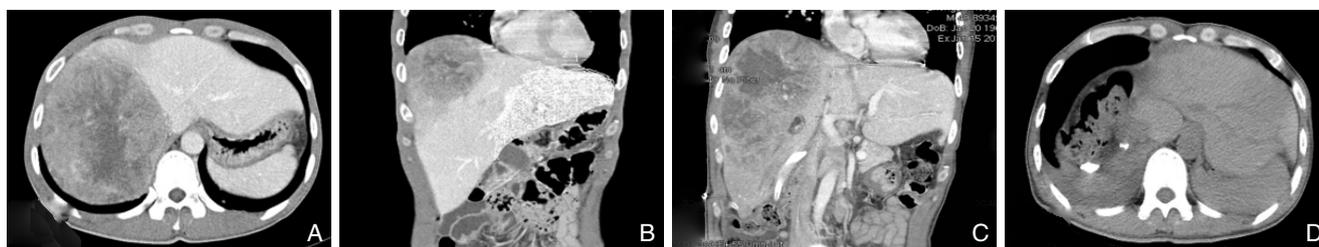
患者 2 围手术期 CT 检查结果及二维重建图像 A: 术前腹部增强 CT 示右肝巨大原发性肝癌; B: 术前 CT 扫描后冠状面重建, 测量剩余肝体积为 316 mL; C: ALPPS 第一步手术后 11 d, 剩余肝体积增大, 腹部 CT 扫描后冠状面重建, 测量剩余肝体积为 771.328 mL; D: ALPPS 第二步手术后 1 周复查腹部 CT
